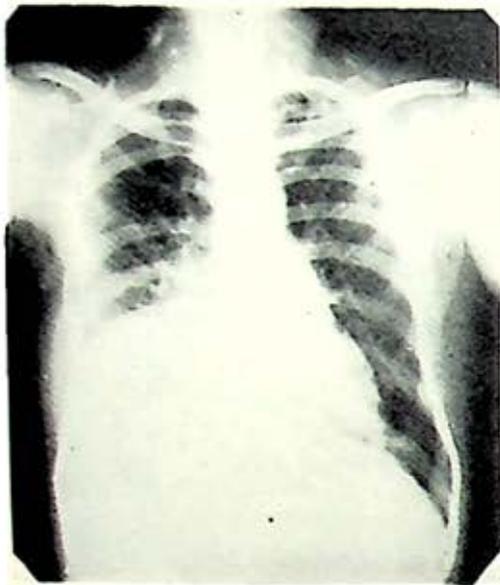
Telerradiografía postero anterior de tórax. - post-operatoria.—Resección de 5a. costilla derecha. Opacidad basal derecha de limite superior difuso que borra el diafragma y el seno costo-diafragmático correspondientes.
